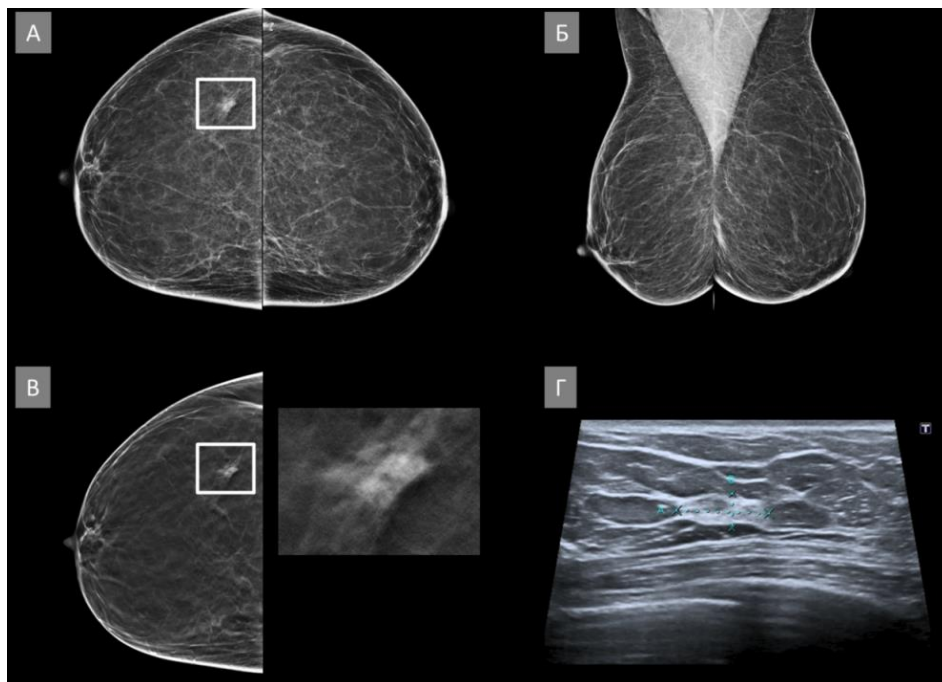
Пацієнтка id:14341. Однопроекційна (RCC) доброякісна асиметрія у правій грудній залозі. (А) Білатеральна цифрова рентгенівська мамографія у прямих краніокаудальних проекціях (CC), асиметрія візуалізується ретромамарно на рівні латеральних квадрантів у правій грудній залозі, (білий
